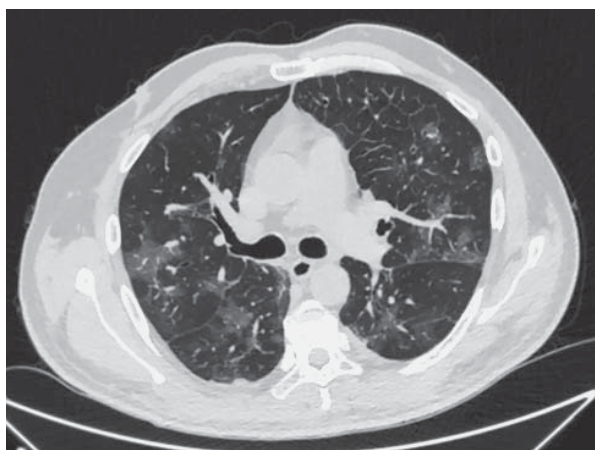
High resolution lung CT. Male, 63 years old. In the primary CT scan, bilateral areas of GGO are identified both in the peripheral and in the central parts of the lungs.
